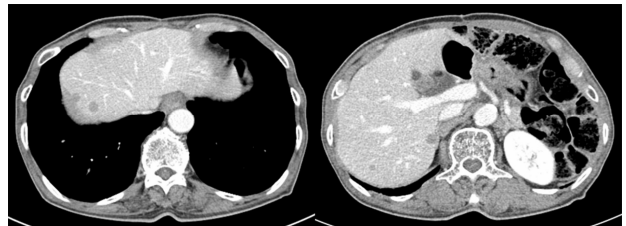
Follow-up CT findings. Low attenuating multiple metastatic lesions in liver (S2, S3, S4, S6, S7, S8) were found.
